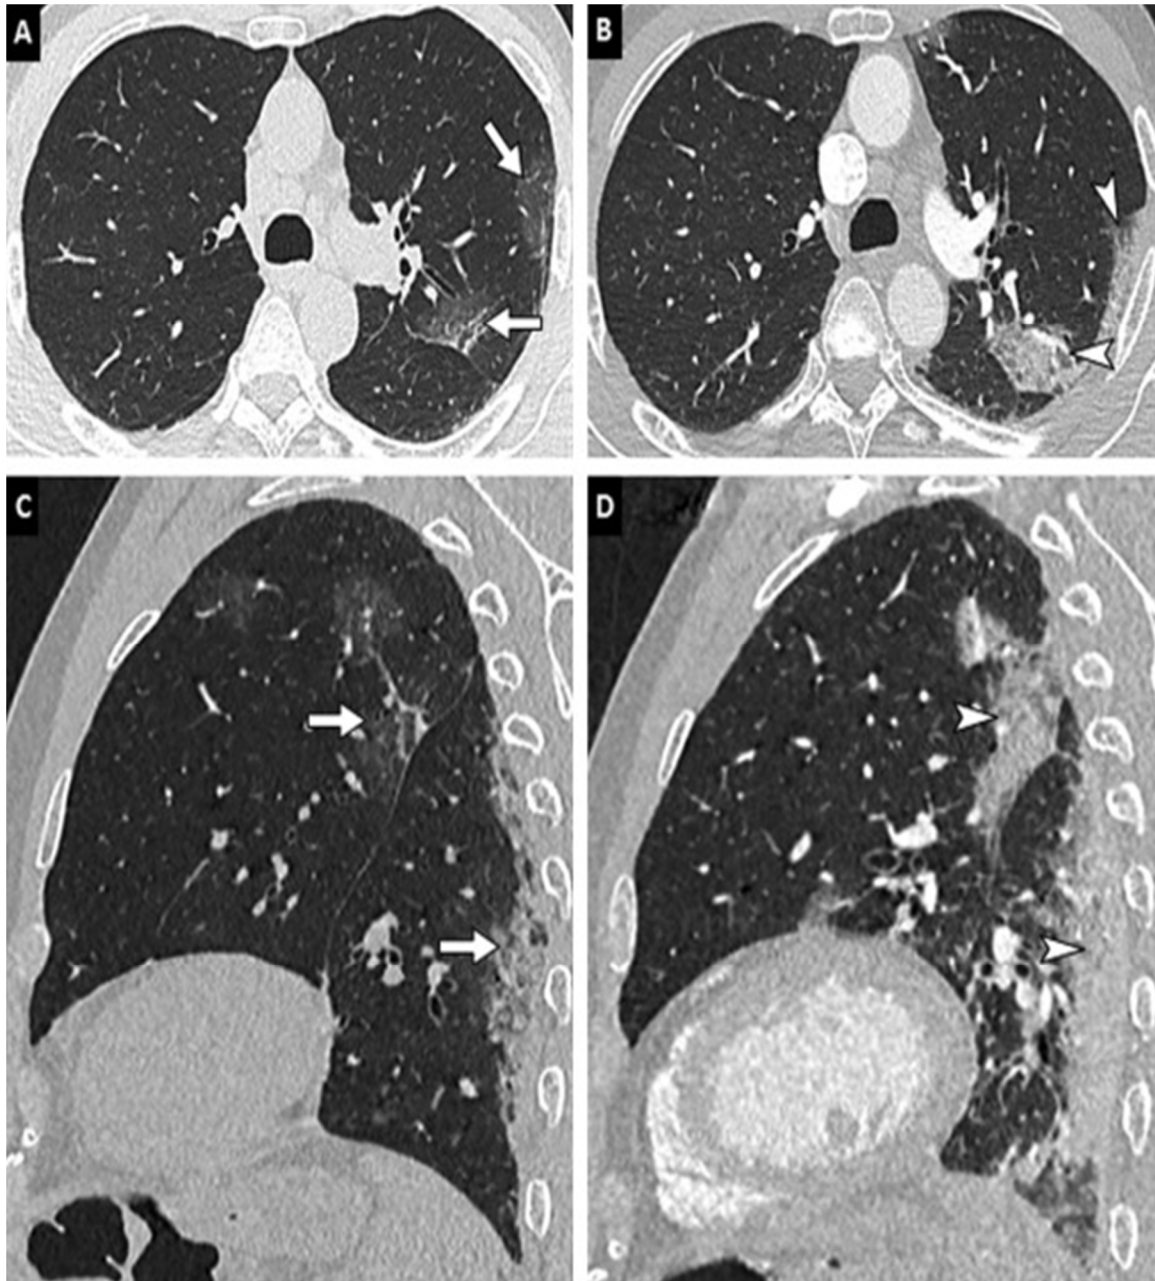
TDM thoracique non injecté réalisé chez un patient âgé de 58 ans.
